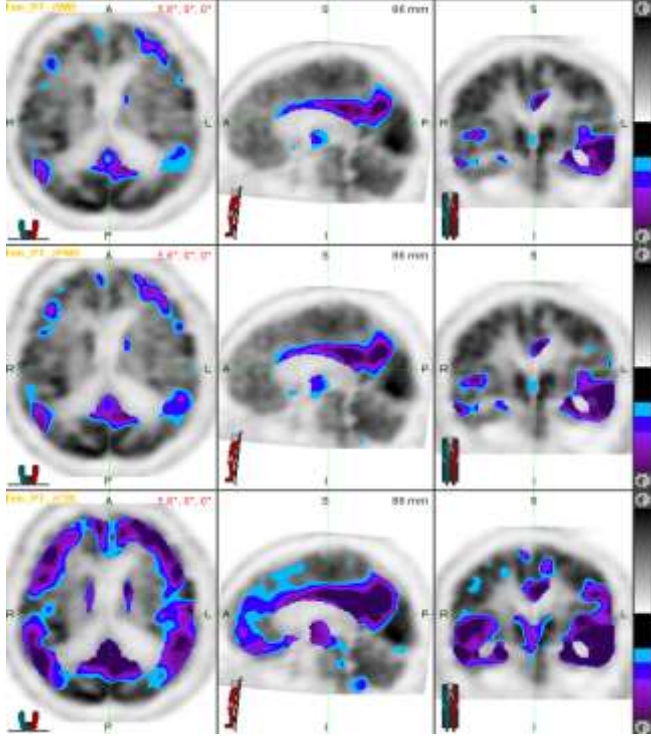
Olgu3' e ait fTMU öncesi PET görüntüsü
